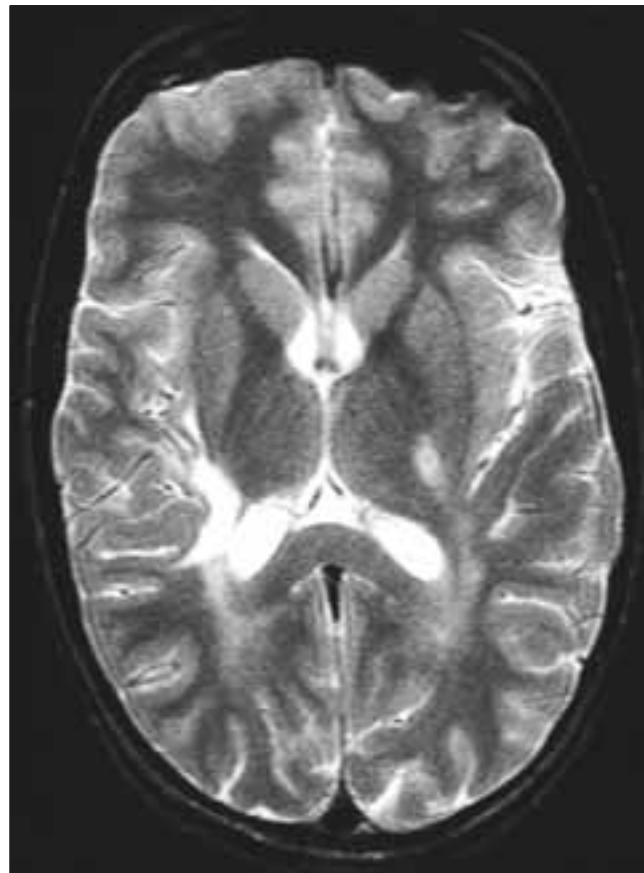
Caso 1. RM axial ponderada en T₂. Control dos meses después del segundo brote, que revela aspectos residuales de ambas lesiones, con una buena recuperación de la lesión izquierda.
